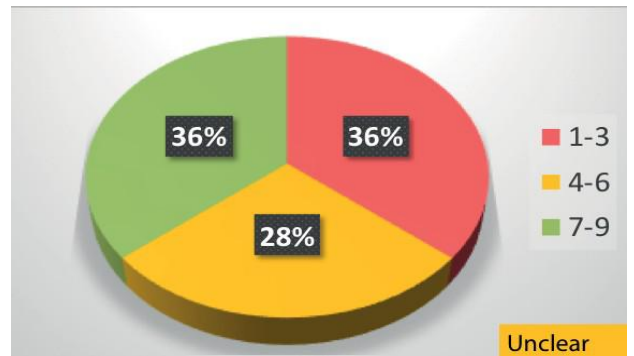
Delphi：您使用什么标准诊断 RARS：病史+客观检查（内窥镜检查 and/或 CT）阳性结果？
